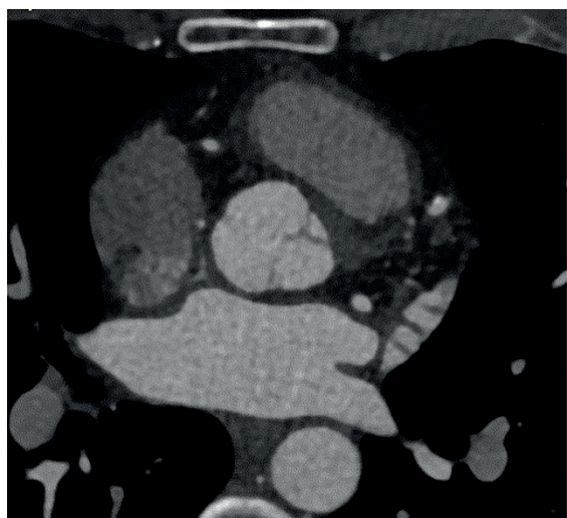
Mulher de 58 anos submetida a angiotomografia de coronárias para avaliação de dor torácica. Evidencia-se nesta paciente a presença da crista terminalis proeminente (seta vermelha), uma variante da normalidade, podendo ser confundido com alteração patológica.
